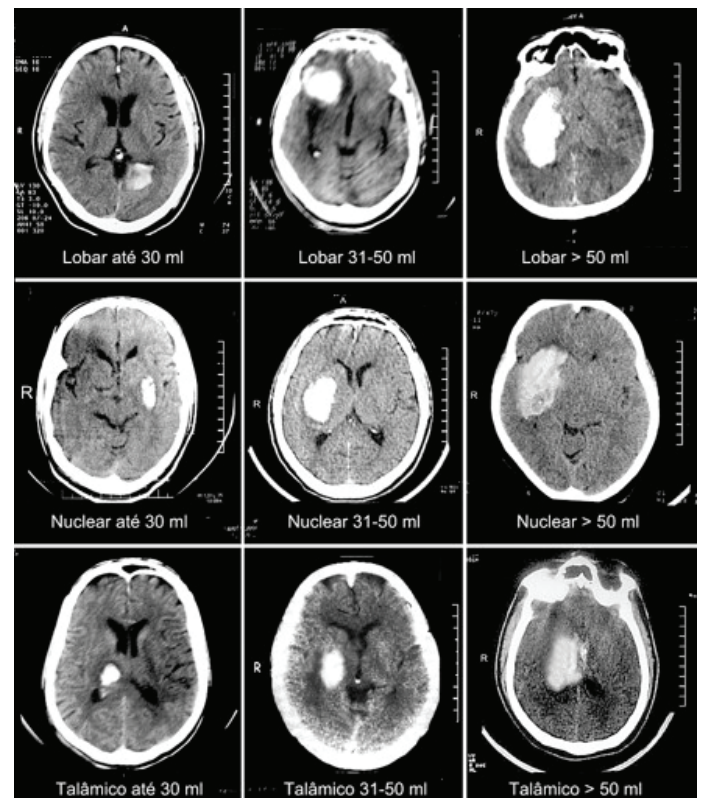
Exemplos de HIPC extraídos da casuística deste artigo classificados pela TC de crânio, quanto à topografia e ao volume da lesão, exceto os ventriculares.
